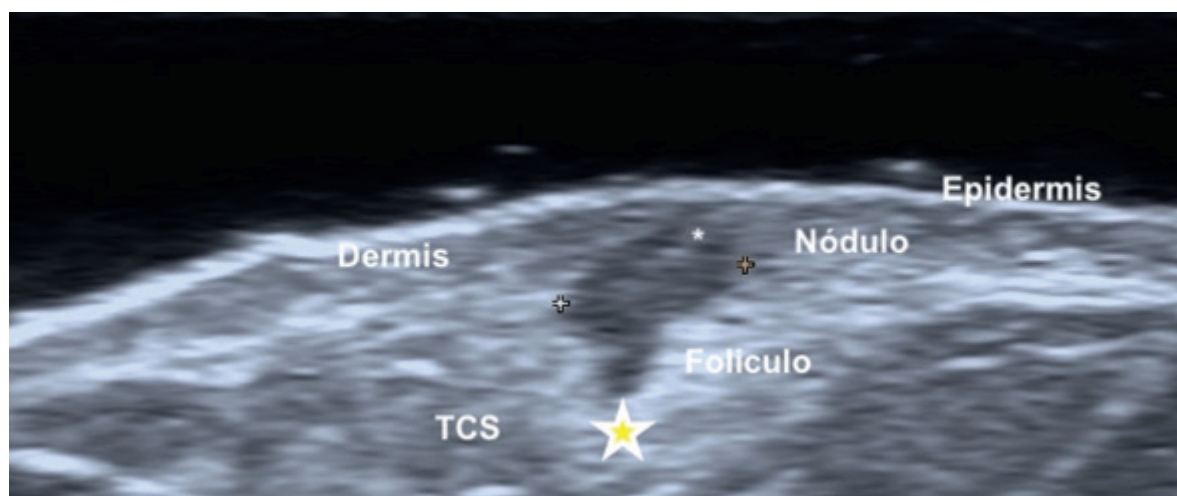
Imagen axial de ultrasonido de alta resolución. La estrella muestra dilatación localizada de un folículo piloso, hallazgo conocido como el *signo del abombamiento*.
